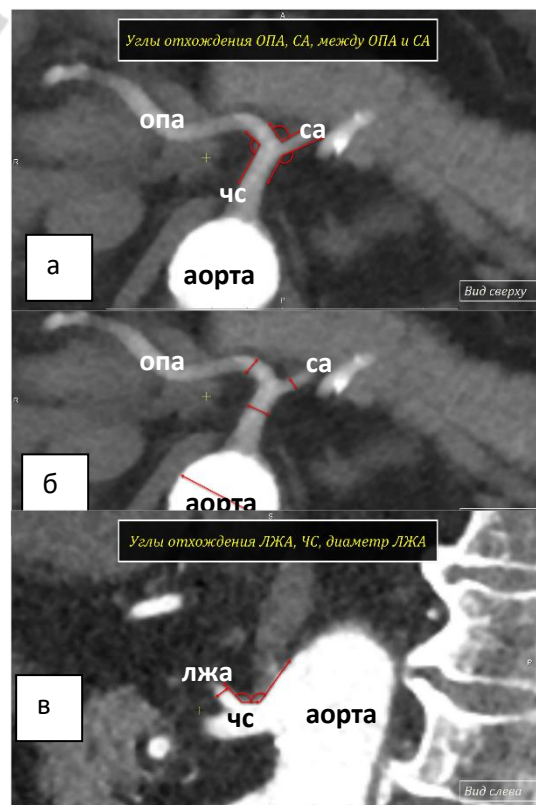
Чревный ствол и его ветви (спиральная компьютерная томография; а,б – аксиальная плоскость, в – сагиттальная плоскость)
